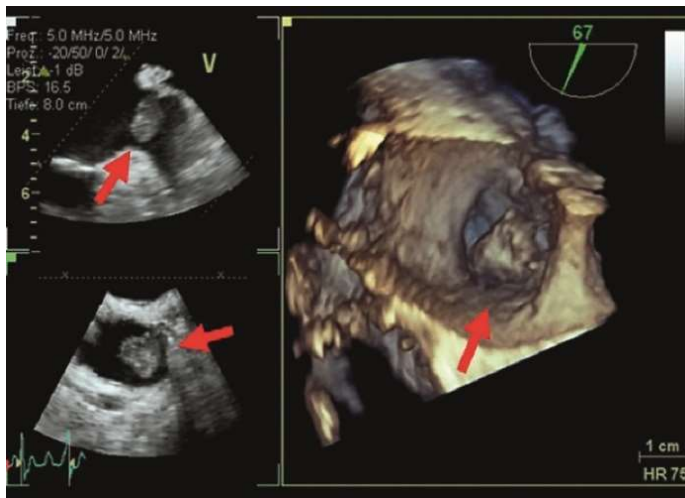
3D-Schluckechokardiographie (Ultraschall von der Speiseröhre), Darstellung eines kugeligen echodichten Thrombus im linken Vorhof (Pfeile)
